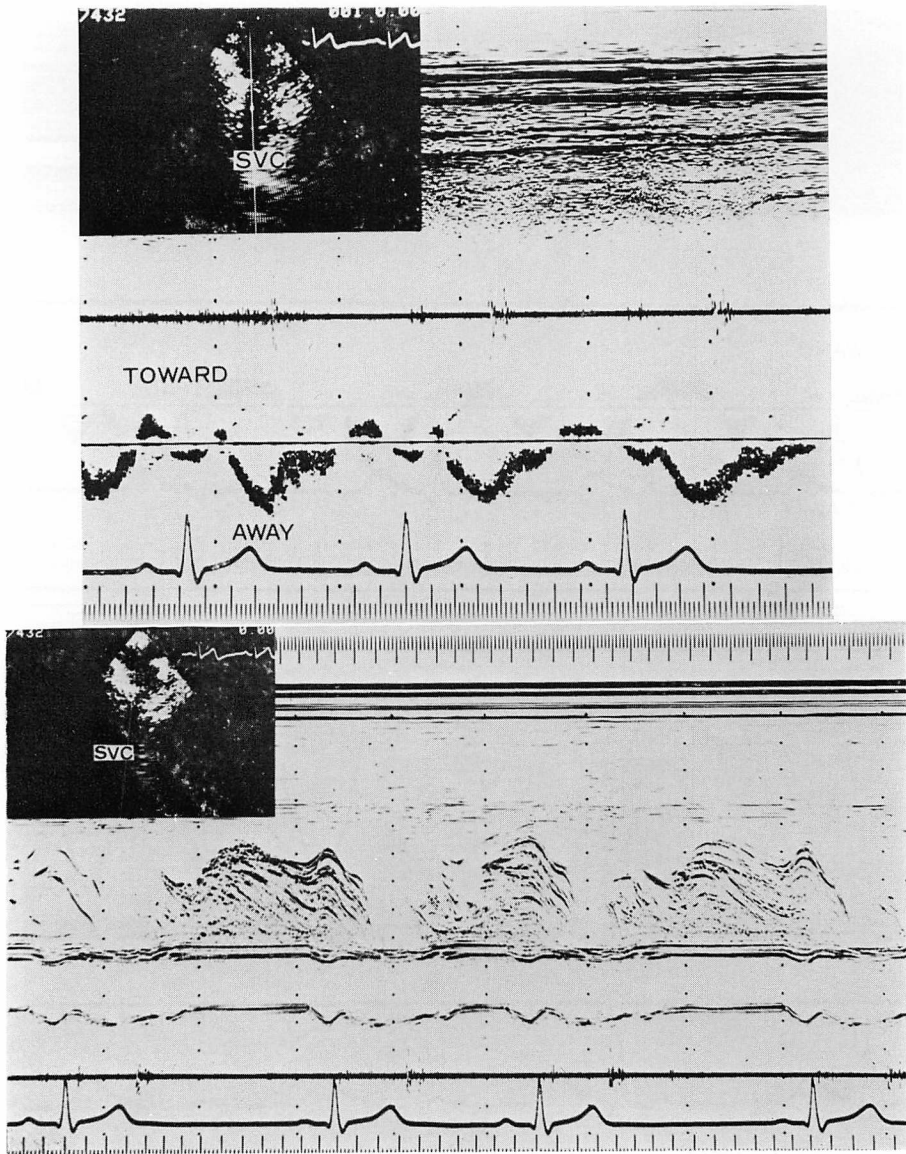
Doppler signal (upper panel) and peripheral contrast echocardiogram (lower panel) in the superior vena cava.
